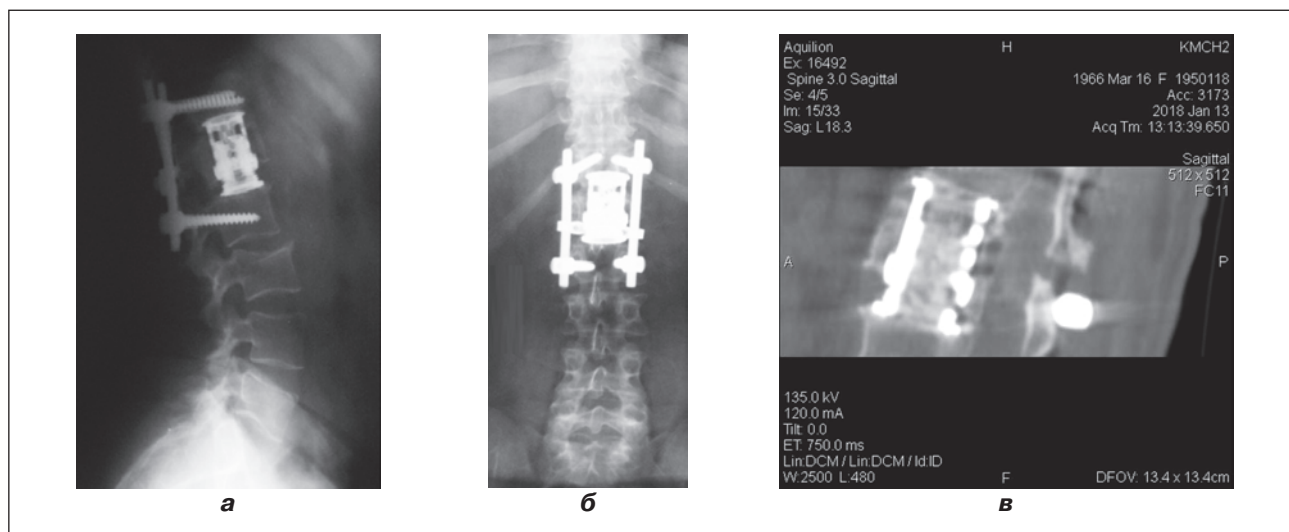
Рентгенограми та томограми хворої С.: а) після операції; б) через 3 роки після операції
